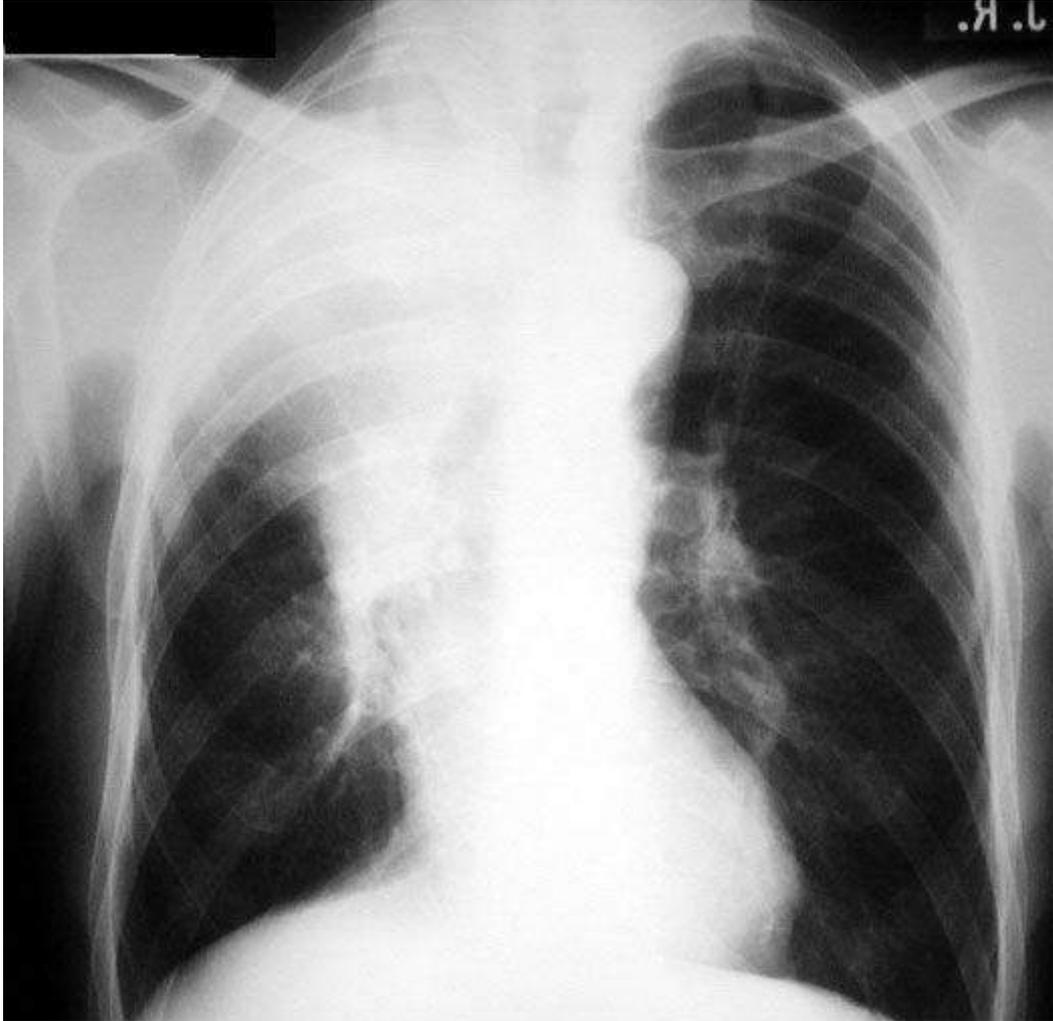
Radiografia de tórax.*
